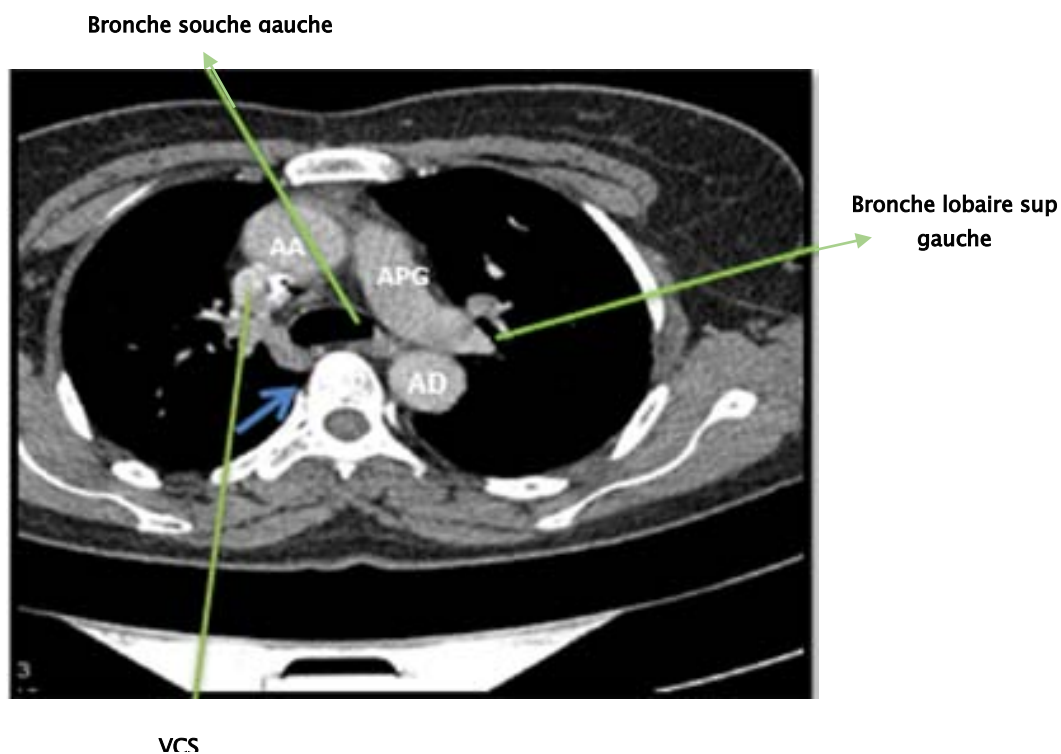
coupe axiale d'une TDM passant par la crosse d'azygos.
